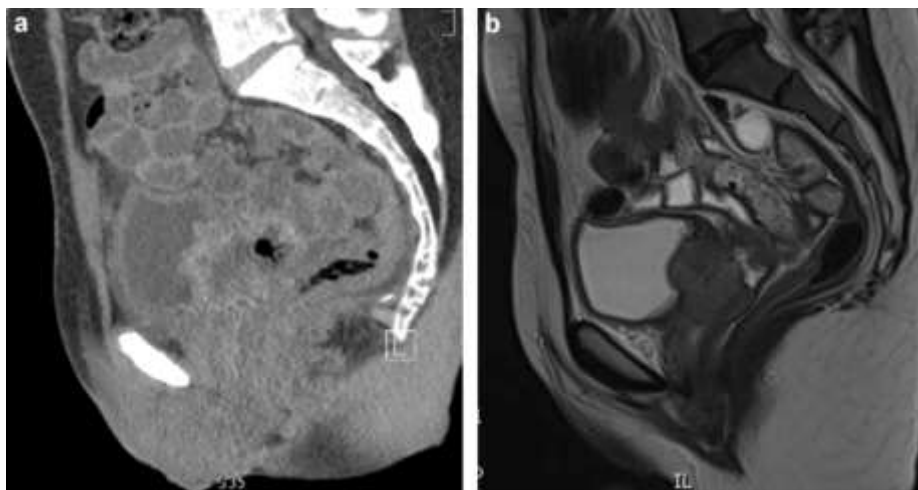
Comparaison entre le CT-scan et l'IRM montrant un néoplasie du col utérin envahissant la paroi postérieure de la vessie et le tiers supérieur du vagin. L'évaluation de la taille et des marges tumorales est plus aisée sur l'IRM en raison d'une meilleure résolution de contraste. a : CT-scan ; b : IRM (séquence sagittale T2 à 1,5 T) [26].
